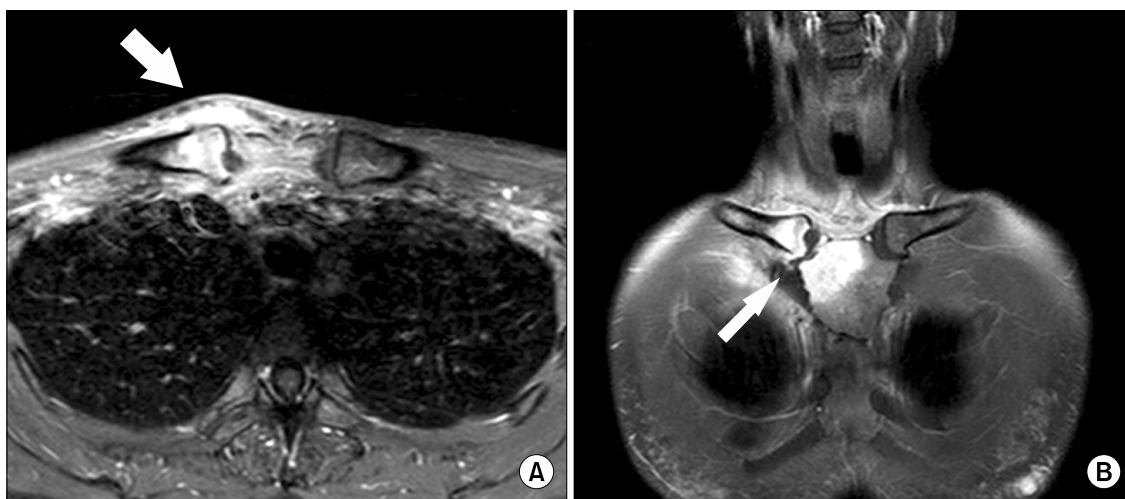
MRI of the sternum showed swelling of the right sternoclavicular joint with gadolinium (arrow) and bone marrow enhancement of the proximal clavicle and sternum (A: axial view, B: coronal view).
